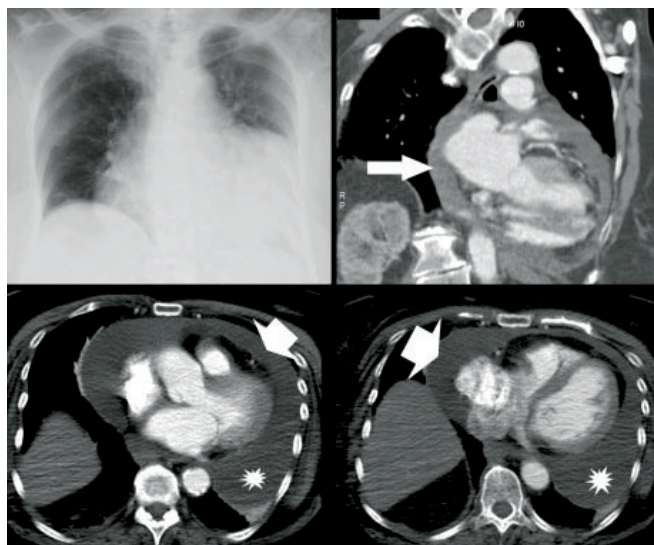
Radiographie et angioscanner thoraciques : péricardite chronique avec cardiomégalie liée à un volumineux épanchement péricardique circonférentiel (↗).
